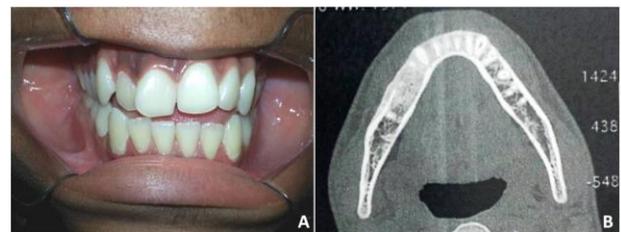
A) Vista intraoral no pós-operatório de um ano e B) Imagem de tomografia computadorizada corte axial no pós-operatório de um ano.
